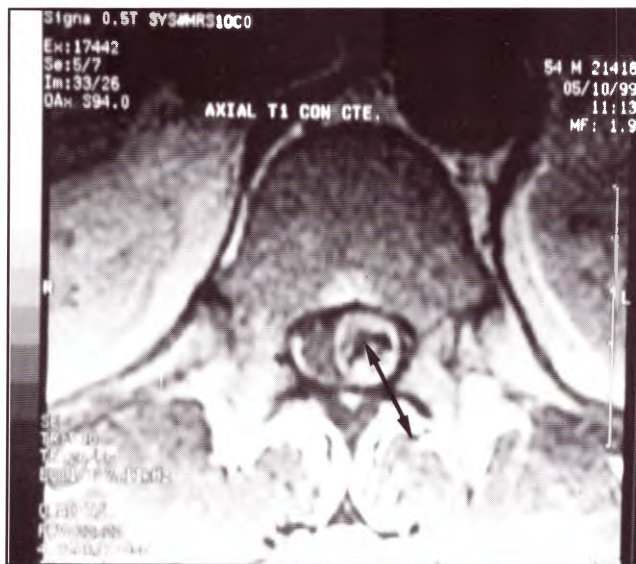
Caso n° 3, IRM axial ponderada en T1 que muestra el camino (flecha) desde el centro del neurinoma hasta su parte más superficial.
